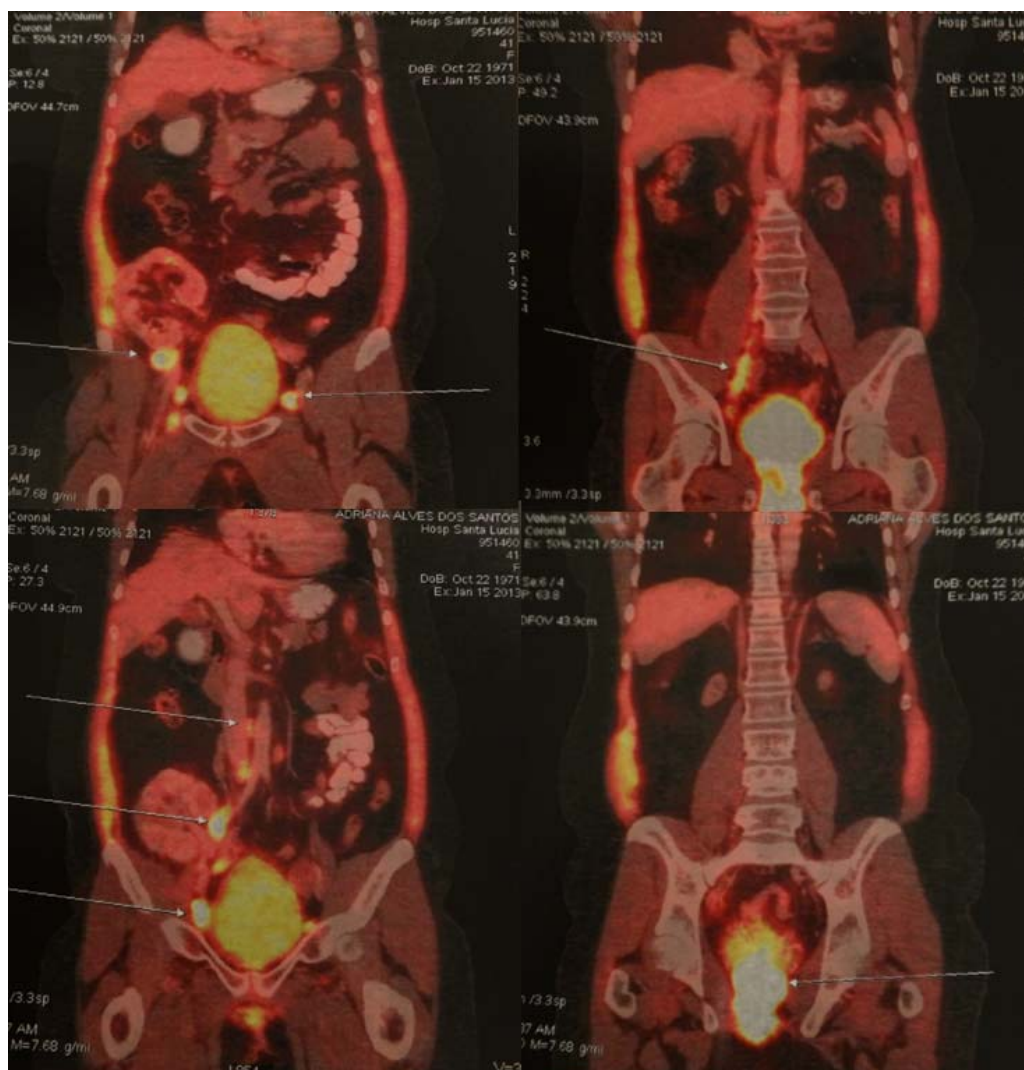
Primeiro PET-CT de 01/2013, mostrando regiões de hipermetabolismo, onde há alta taxa de proliferação celular em linfonodos inguinais bilaterais, pericavais, ilíacos, para-aórticos, bexiga e em canal vaginal.
